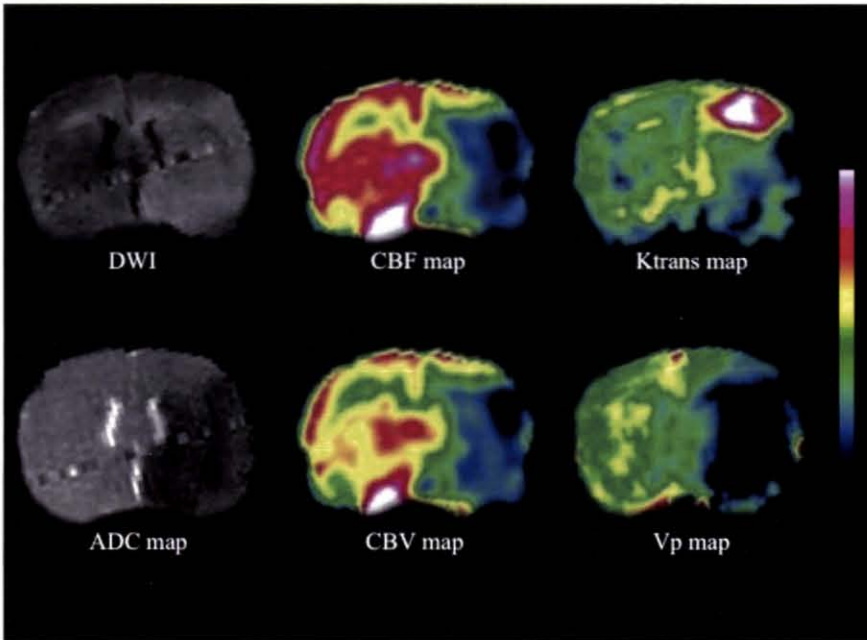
代表例の DWI, ADC map, CBF map, CBV map, Ktrans map, Vp map
